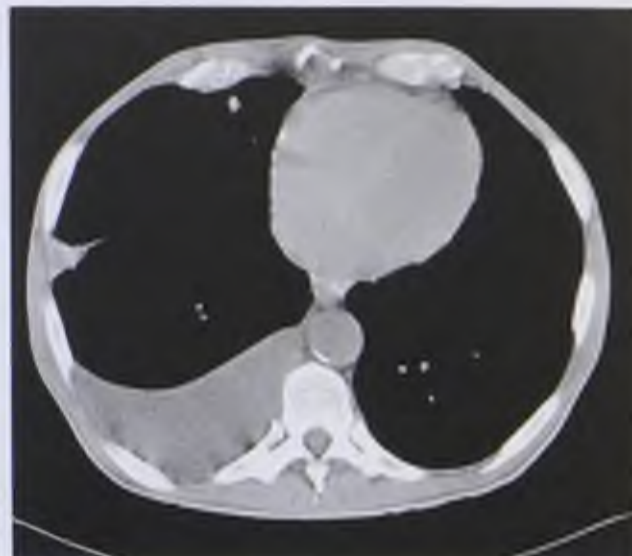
Компьютерная томограмма в мягкотканном окне. Правосторонний эксудативный плеврит
